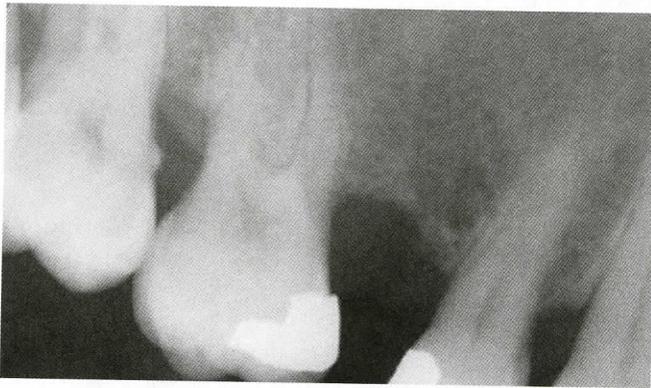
Primera visita, serie periapical: pérdida ósea horizontal en sextante 1.
